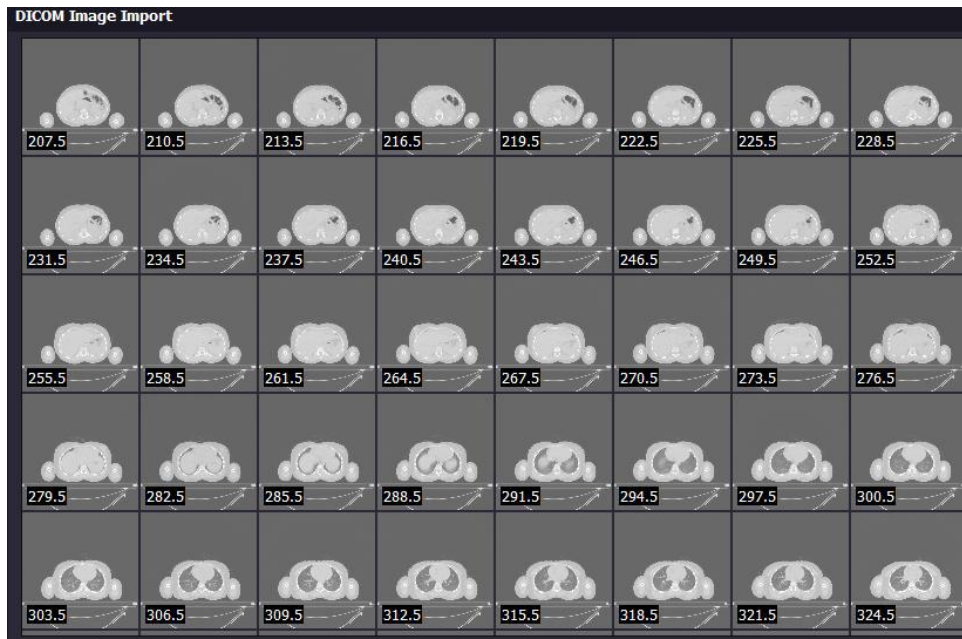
Caixa de diálogo de importação das imagens de tomografia computadorizada.
